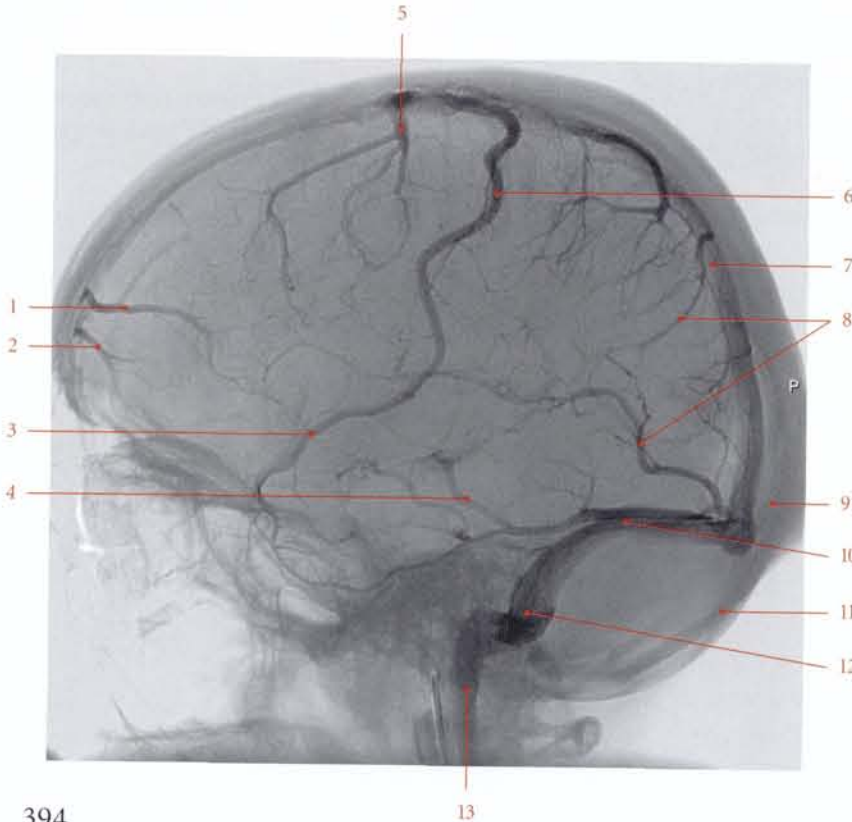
Angio-IRM. Temps veineux : vue de profil (cliché Dr J. Drouineau)
